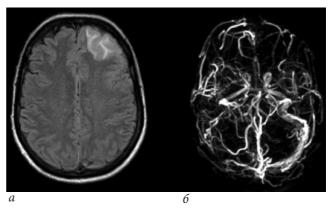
МРТ головного мозга пациентки Д. на вторые сутки госпитализации: a — диффузионно-взвешенное изображение (DWI);  $\delta$  — фазово-контрастная МРТ-венография (PC) Fig. 2. MRI of the brain of patient D. on the second day of hospitalization: a — diffusion-weighted image (DWI);  $\delta$  — phase-contrast MRI venography (PC)
